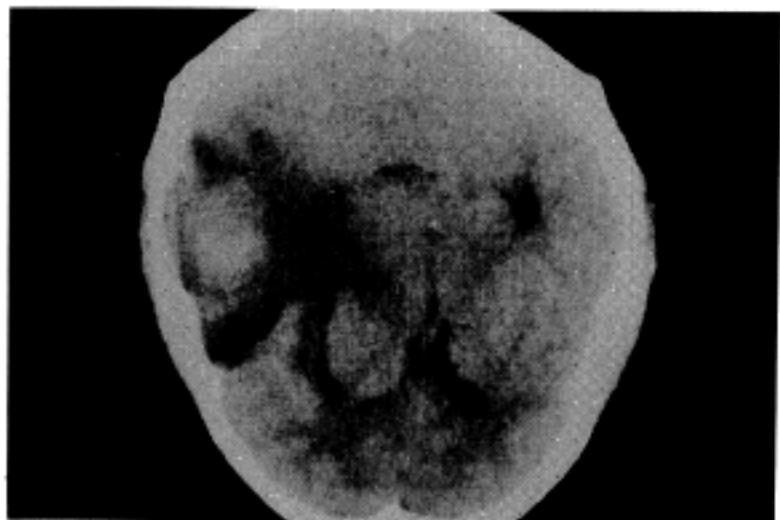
Brain CT scan shows a homogenous highly-enhancing tumor mass, 8×5 cm in cross, in the left temporoparietal region near the inner table of the skull.
